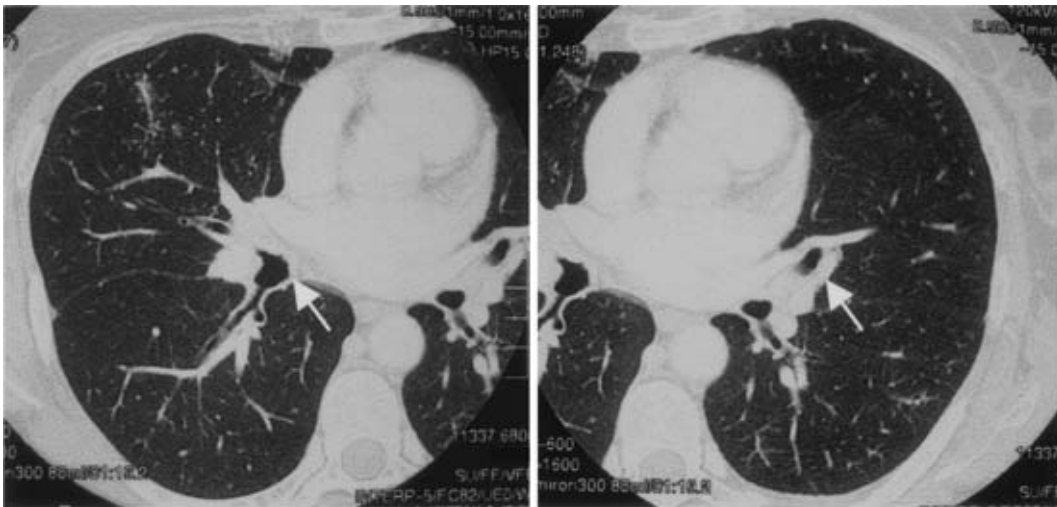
Chest CT showed no nodules close to the right middle bronchus (left arrow) and the left lingular bronchus (right arrow).
